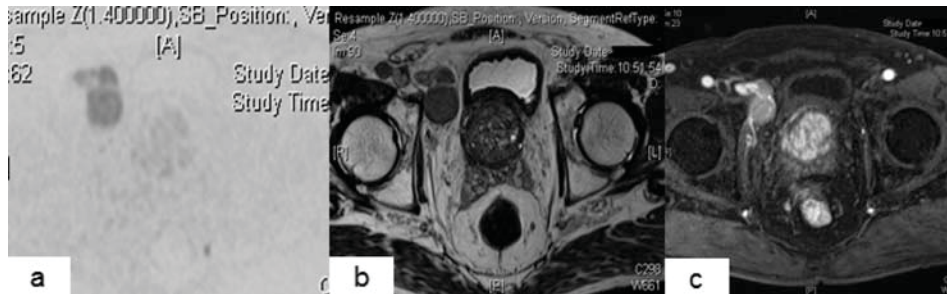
MRI showing no malignant lesion in prostate in DWI (a), dynamic enhanced image (b), and T2WI (c).
